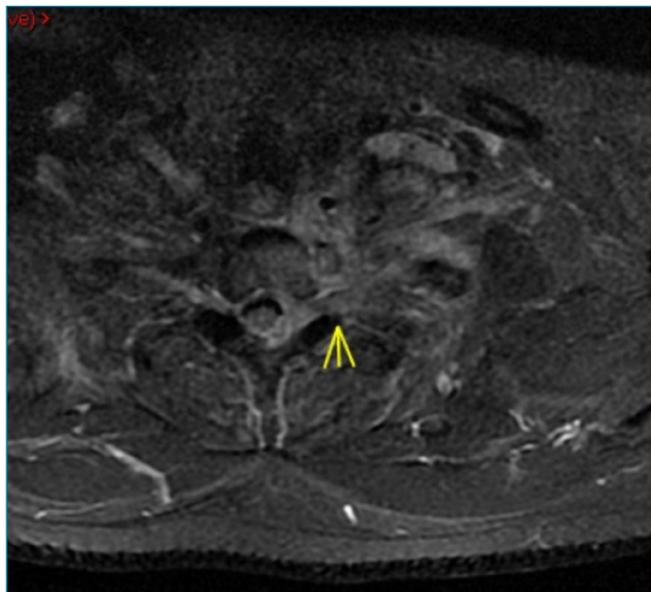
Ressonância magnética no plano axial em ponderação STIR (*short time inversion recovery*) demonstrando a extensão do líquido no forame intervertebral e canal vertebral à esquerda determinando impressão sobre o saco dural.
